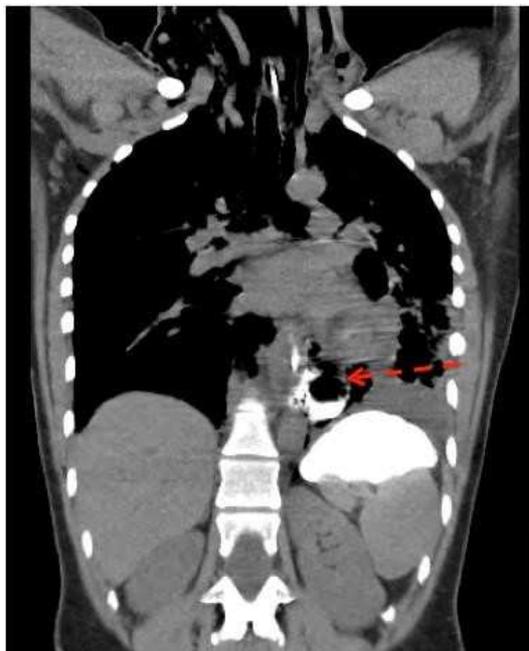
TC mostrando vazamento de contraste distal e bolhas de gás no mediastino apenas poucas horas após a dilatação pneumática para a acalasia. Fonte: SØREIDE J, VISTE A., 2011. ¹⁸
